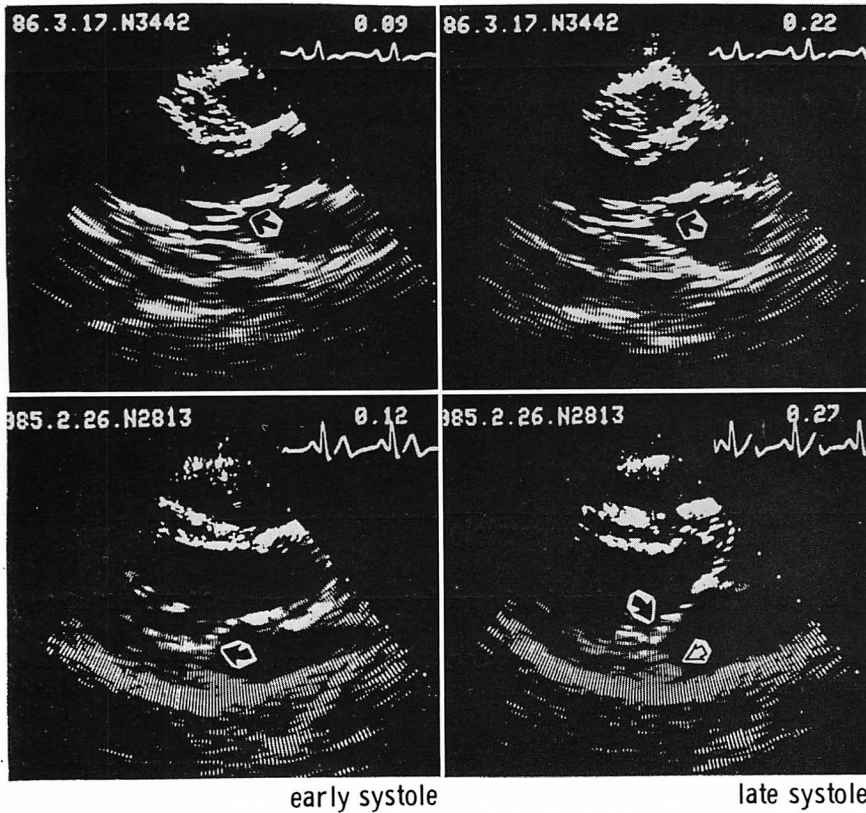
Long-axis two-dimensional echocardiograms in two cases of MVP with early systolic MR.
